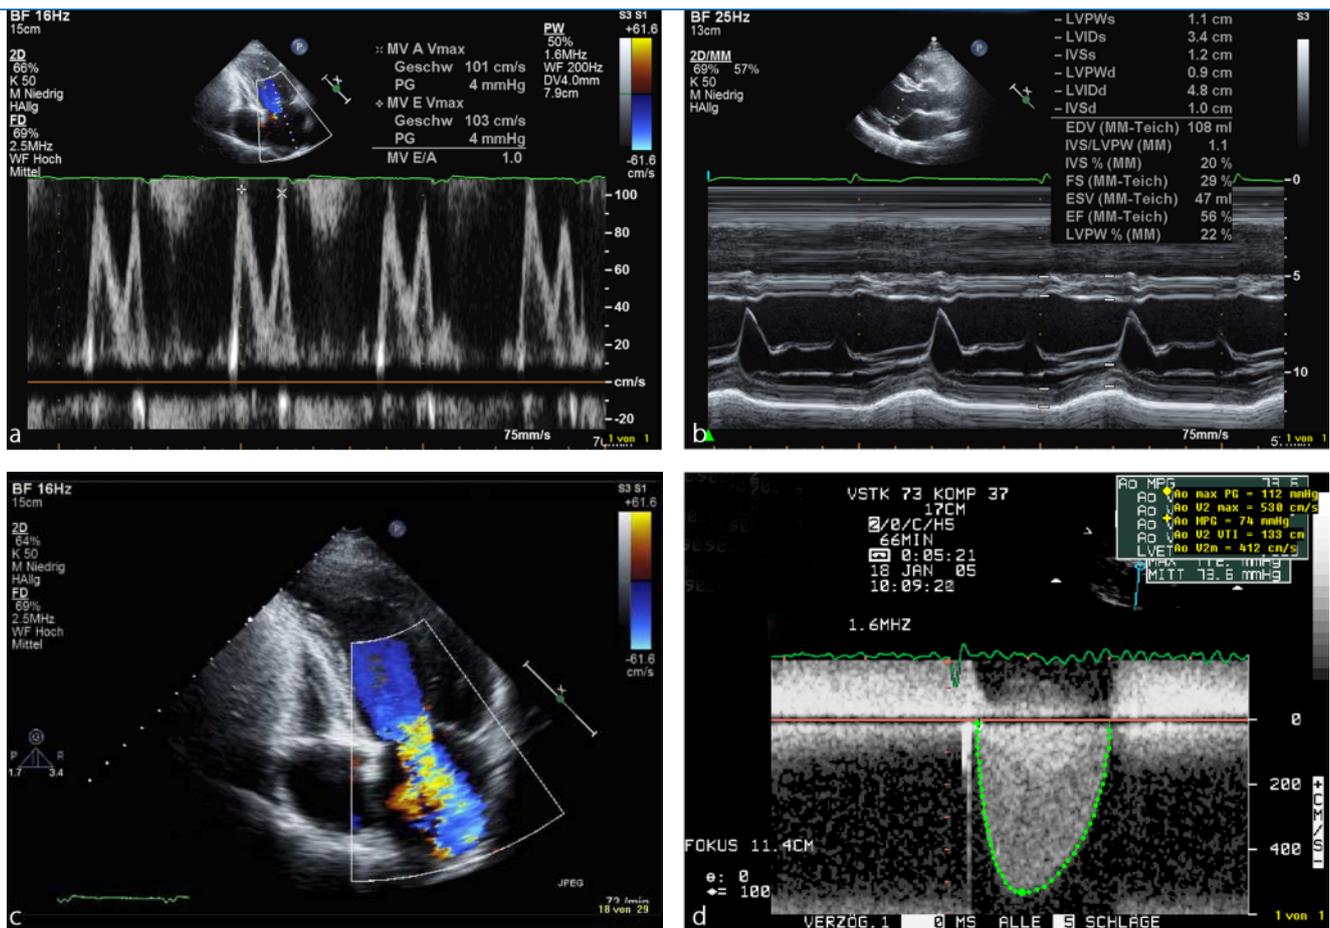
a Bestimmung der Flussgeschwindigkeiten von E- und A-Welle und Berechnung des E/A-Verhältnisses über der Mitralklappe (PW-Doppler). b M-Mode Echokardiographie (parasternal lange Achse). c Farbdoppler-Echokardiographie: beträchtliche Mitralklappeninsuffizienz. d CW-Doppler Untersuchung einer höhergradigen Aortenklappenstenose
